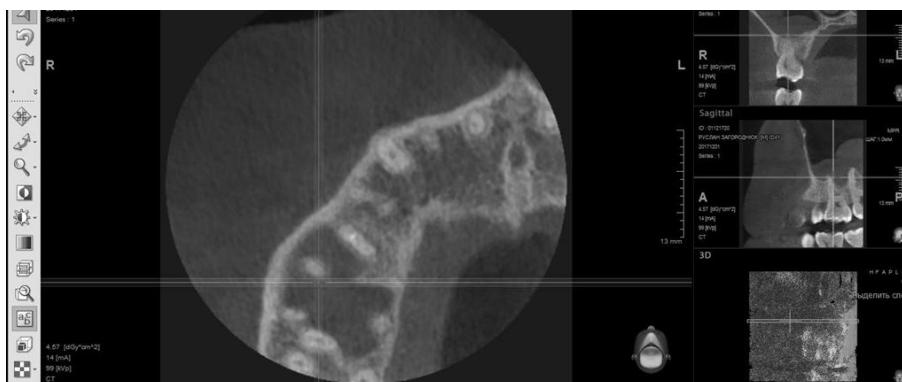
б. Фотографія КТ-знімка 26 зуба; трансверзальна (аксіальна) проекція.
